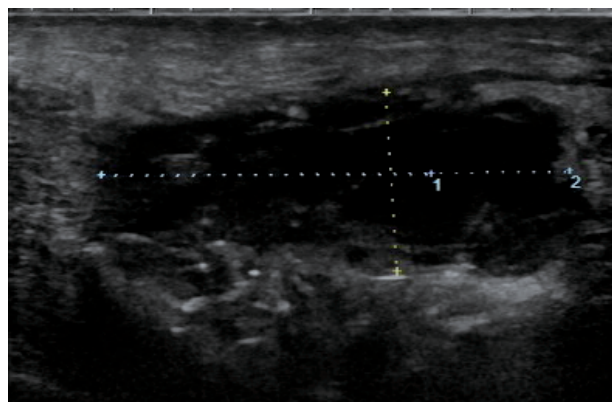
Findings of ultrasonography
